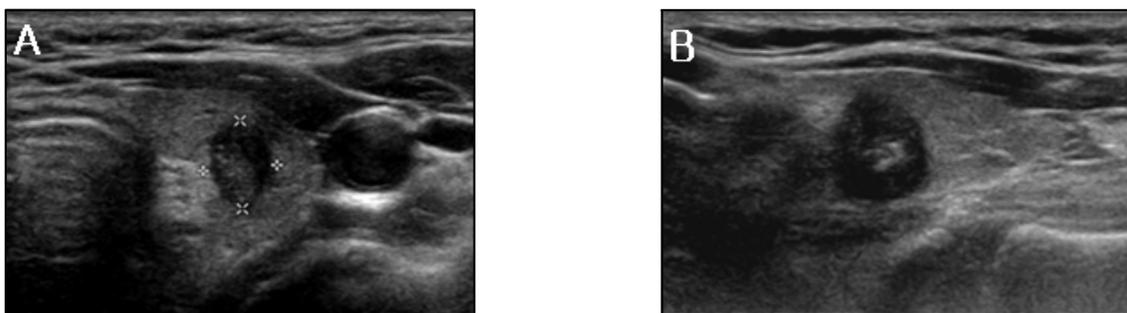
A 43-years-old man with a tiny( $\leq 0.5$ cm) papillary carcinoma. Transverse sonogram of the right lobe shows an taller-than-wide without internal micro-or macro-calcification.
